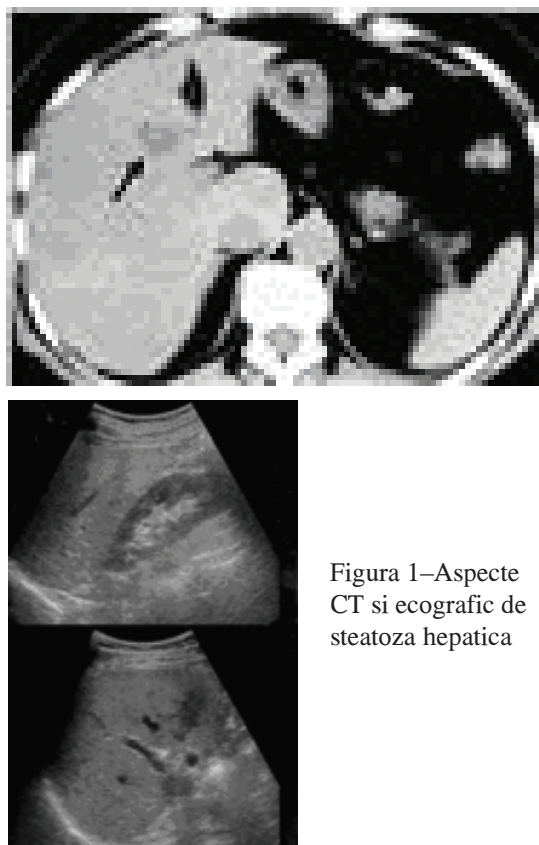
Aspecte CT si ecografic de steatoza hepatica
